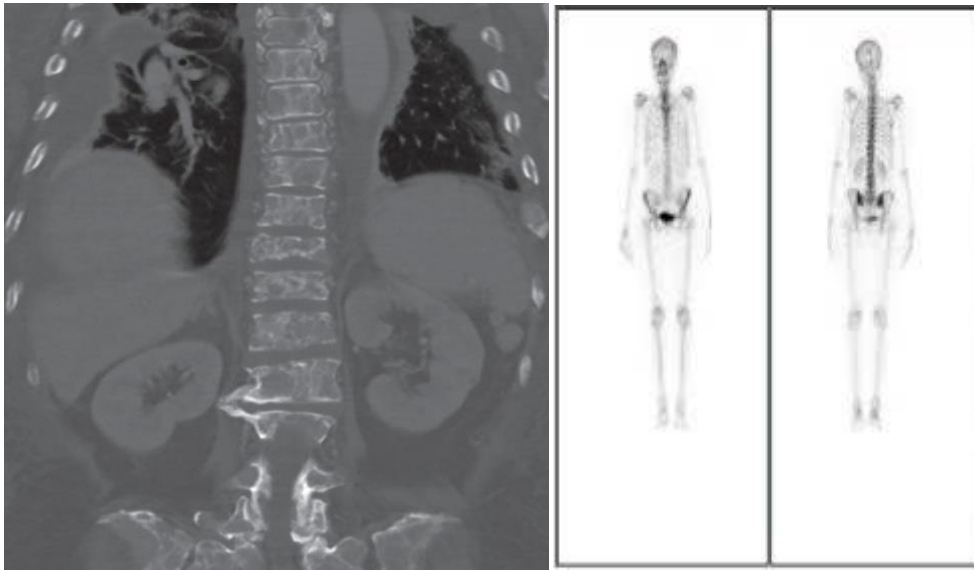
Tomografia de paciente com câncer de mama (a esquerda) evidenciando lesões líticas em coluna; e cintilografia óssea (a direita), da mesma paciente, demonstrando captações sugestivas de remodelamento ósseo.
